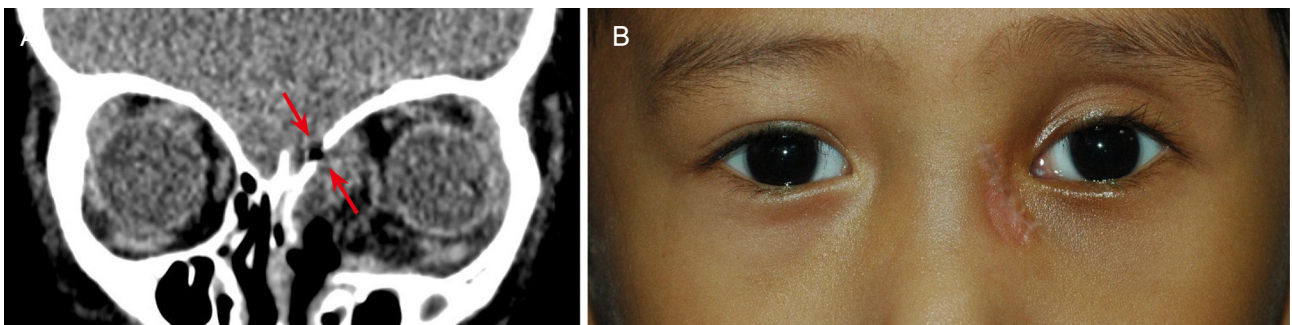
Orbit computed tomography (CT) scan results and clinical photos. (A) Orbit CT scan, a day after duroplasty, which shows bone defect at skull base (arrows) still remains but no cerebrospinal fluid leakage was noticed. (B) Clinical photo with primary gazing, taken after a month, shows no evidence of complication, except 3 mm of enophthalmos. The patient consented to the use of these photographs.
